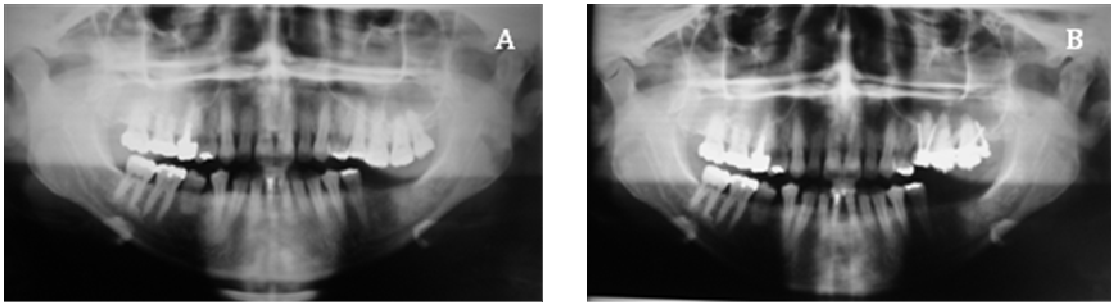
Pretreatment and intermediate panoramic radiographs.
